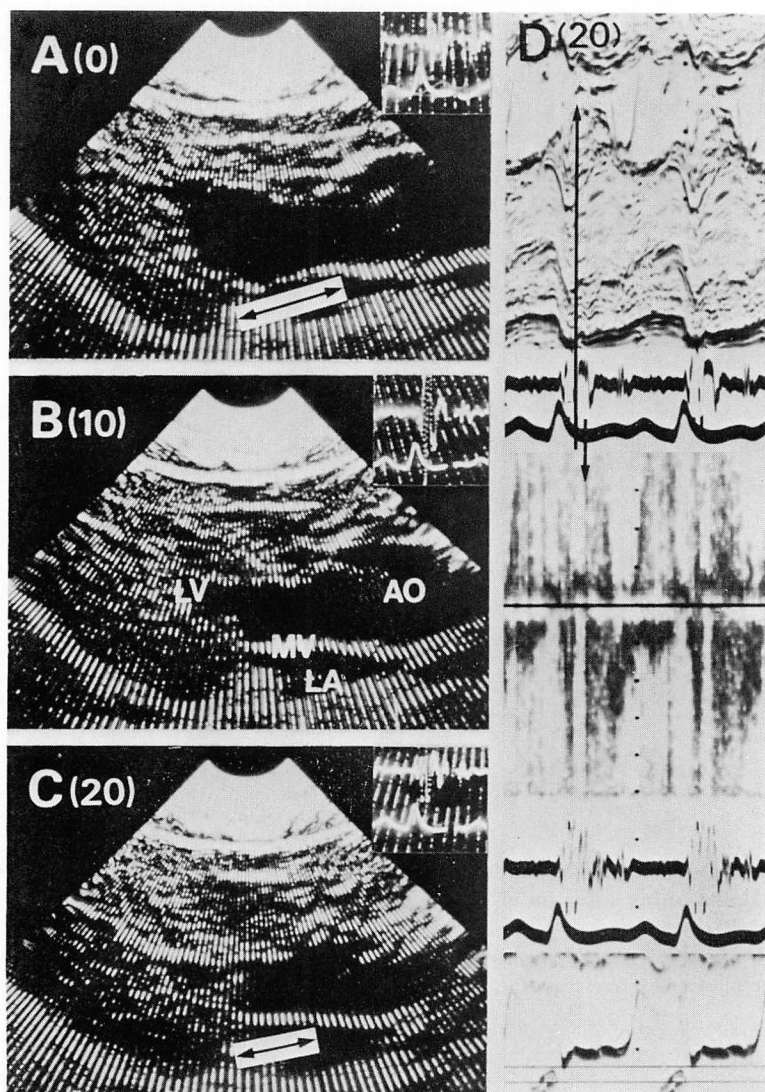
Two-dimensional echocardiograms in mid-systole before (A) and during dobutamine infusion of 10 (B) and 20 $\mu\text{g}/\text{kg}/\text{min}$ (C), and M-mode and pulsed Doppler echocardiograms showing mitral systolic anterior motion and mitral regurgitation during the infusion of 20 $\mu\text{g}/\text{kg}/\text{min}$ (D).
